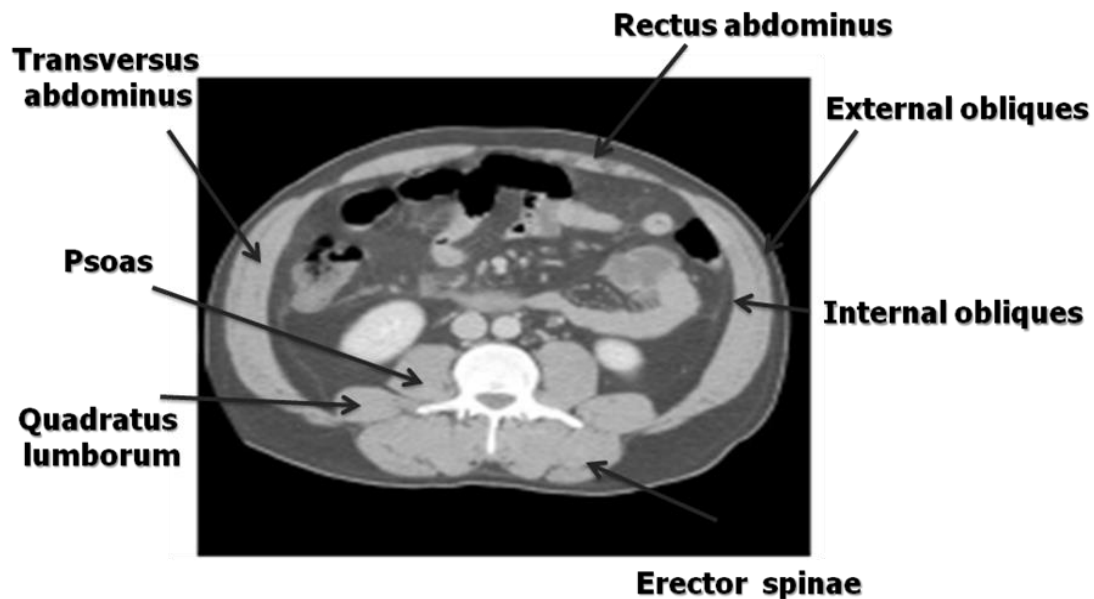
Description of cross-section evaluation of the muscles located at the third lumbar vertebra by computed tomography.
